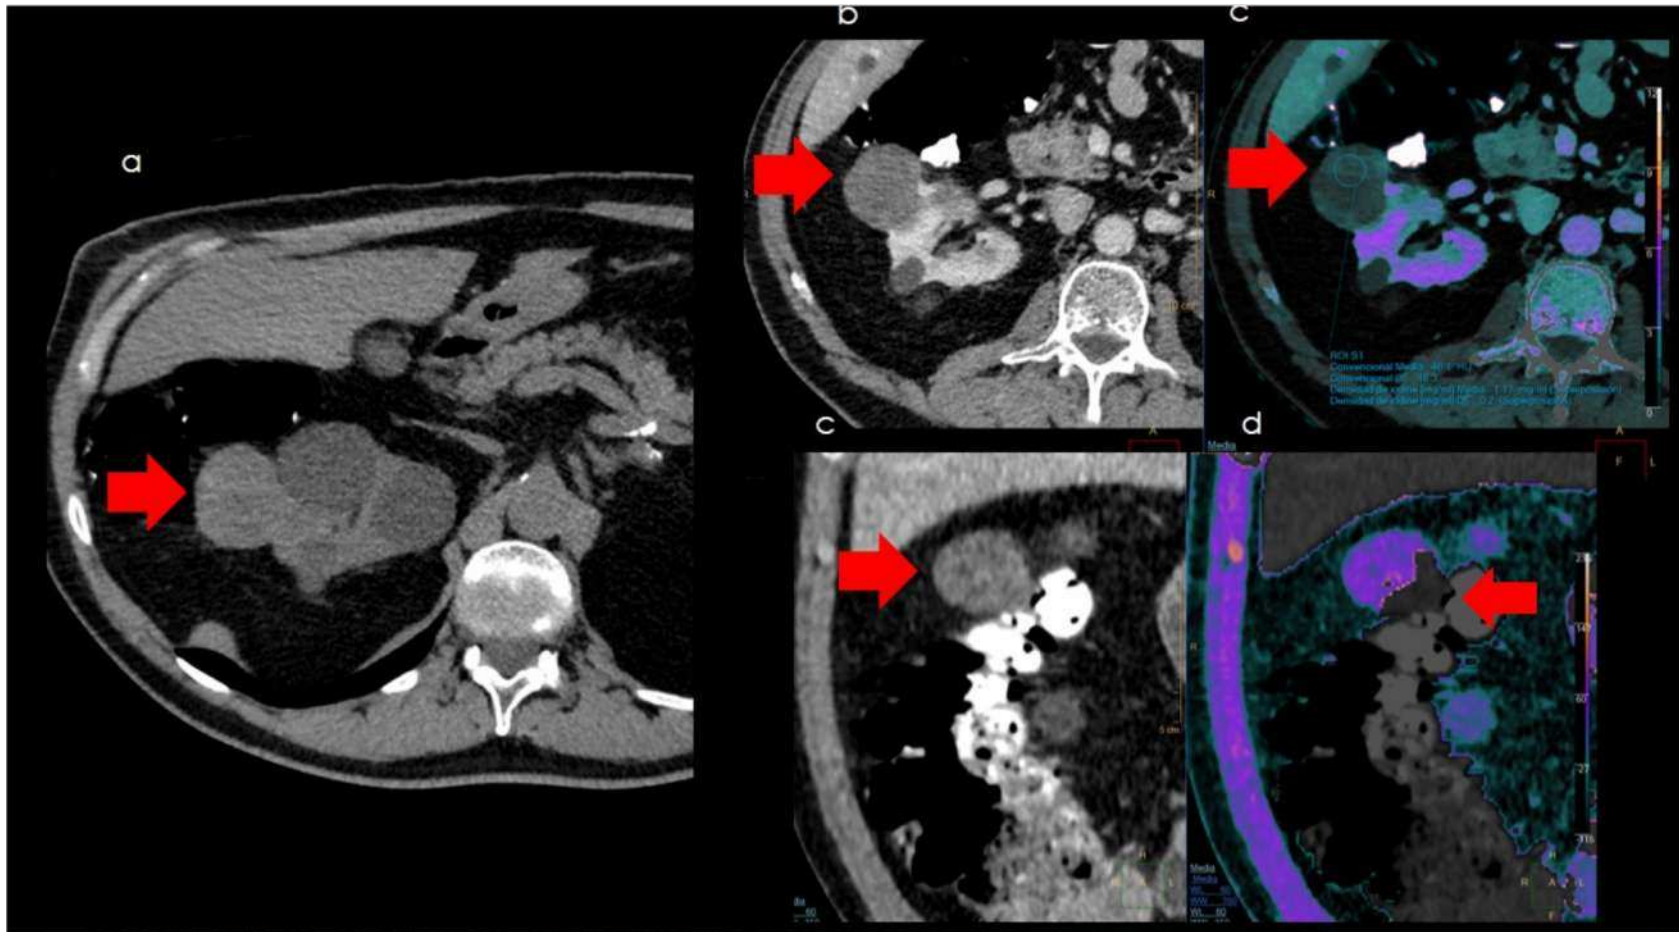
En estudio de ColonoCT para extensión de Adenocarcinoma de colon en paciente de 68 años se ve lesión hiperdensa en el riñón derecho en TC sin contraste (a). (b) En TC con contraste se identifica la lesión que presenta una diferencia de atenuación dudosa, menos de 20 UH. (c) en el mapa de iodo presenta una concentración de 1.17 mg/ml en algunas zonas (por debajo del umbral) y otras ligeramente mayores. (c) En plano coronal con contraste no se identifican áreas de realce distintas. (d) En el mismo plano, en el mapa de eliminación de iodo se pone de manifiesto área eliminada que se confirmó con ecografía con contraste como componente sólido, se caracterizó como quiste complejo categoría Bosniak IV.
